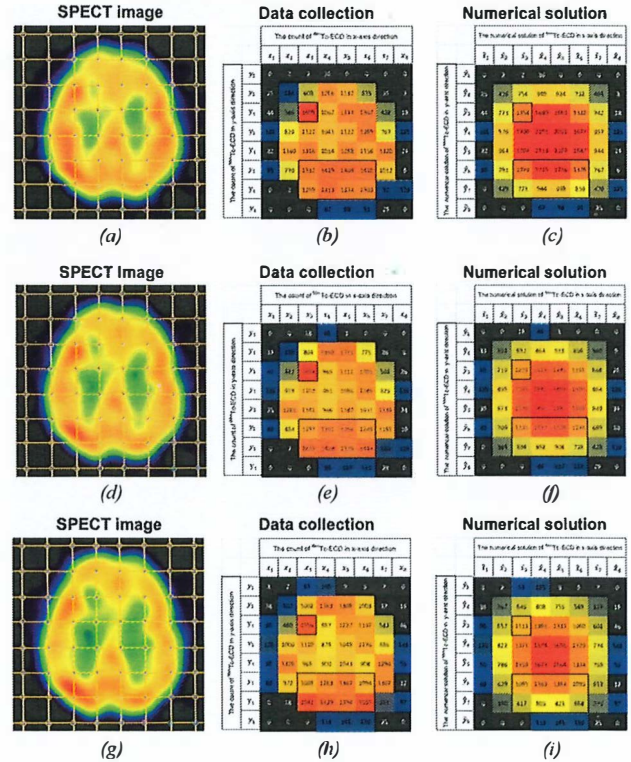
Result of ^{99m}Tc -ECD SPECT image and the numerical solution. (a) show 1st of SPECT image, (b) show the count of ^{99m}Tc -ECD at grid point from 1st of SPECT image and show the interested area to compare with Fig.3 (c) that show
